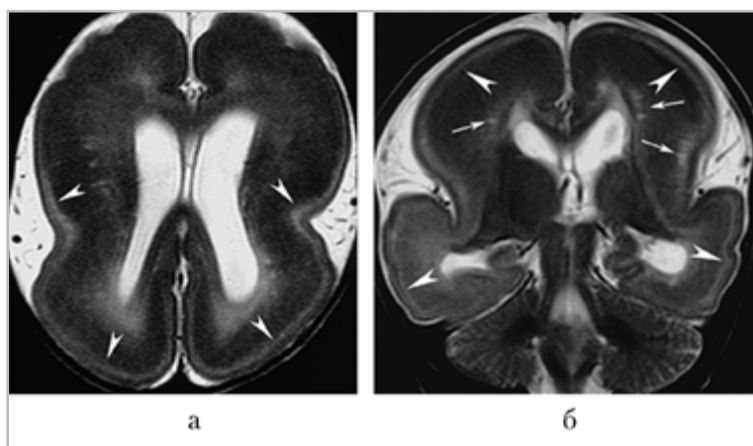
МРТ в аксиальной и коронарной проекциях, режим T2. Больная А., 8 мес. Агирия-лиссэнцефалия с ранним дебютом резистентных генерализованных эпилептических приступов: *а* — коронарный срез, отмечается сглаженность кортикальной поверхности, утолщение кортикальной пластинки, отсутствие основных борозд; *б* — аксиальный срез, визуализируются линейный характер серо-белой дифференциации, а также диспластическая вентрикуломегалия и наличие перивентрикулярной дисмиелинизации в теменных долях
